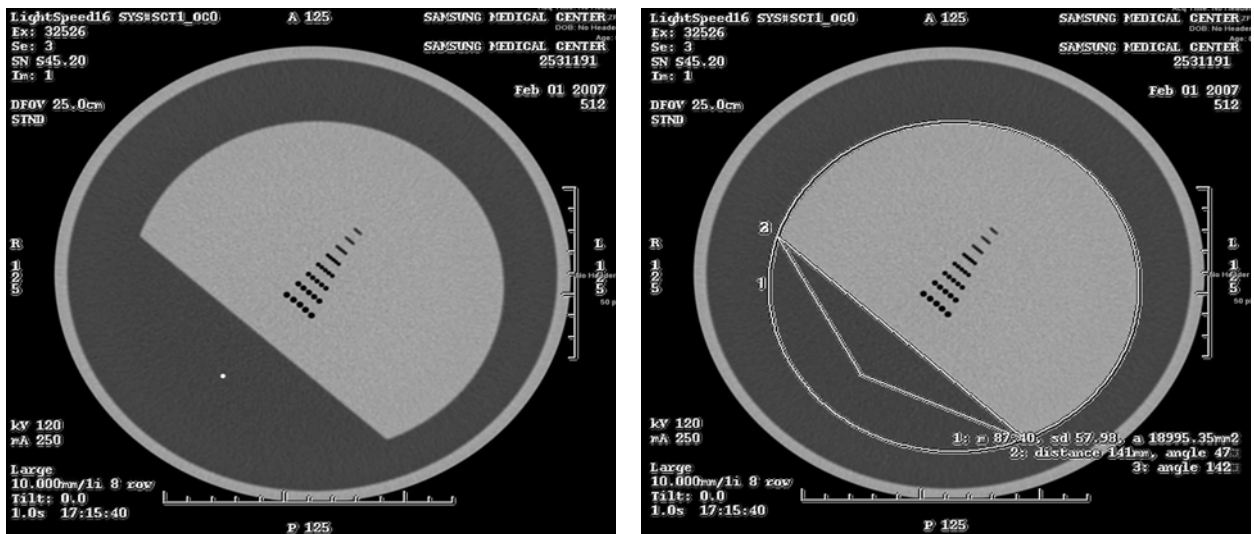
CT 장비 QA 펜텀영상. AAPM 실측치 140 mm를 CT 스캔하였을 때 영상에서 길이가 141 mm로 측정된 영상이다.
